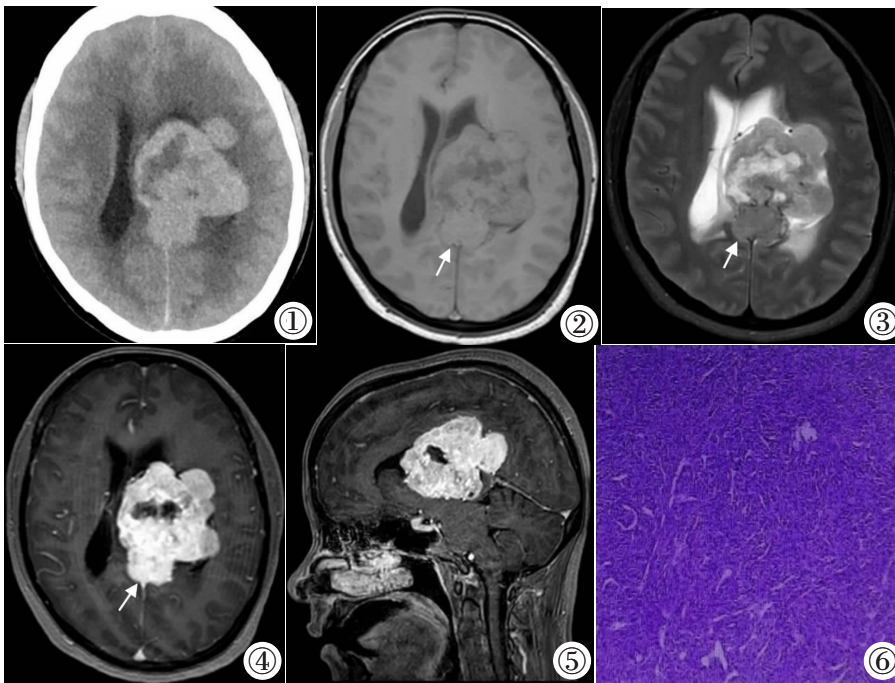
CT 平扫示左侧侧脑室稍高密度肿块,内见低密度影,边界尚清。图 2,3 MRI 平扫示左侧侧脑室肿块呈 T₁WI 等低、T₂WI 混杂信号,内见囊变坏死区。图 4,5 MRI 增强示肿块不均匀强化,囊变坏死区无强化,T₂WI 稍低信号区增强扫描后明显强化,即“阴阳征”(箭头)。图 6 镜下见瘤细胞呈长梭形,束状排列(HE)。
